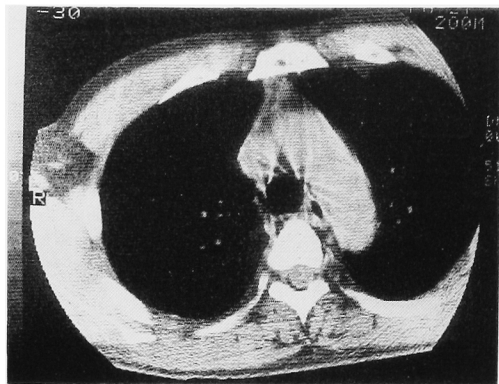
胸部 CT. CAP 療法 4 コース終了後、肺転移巣は完全に消失した。
